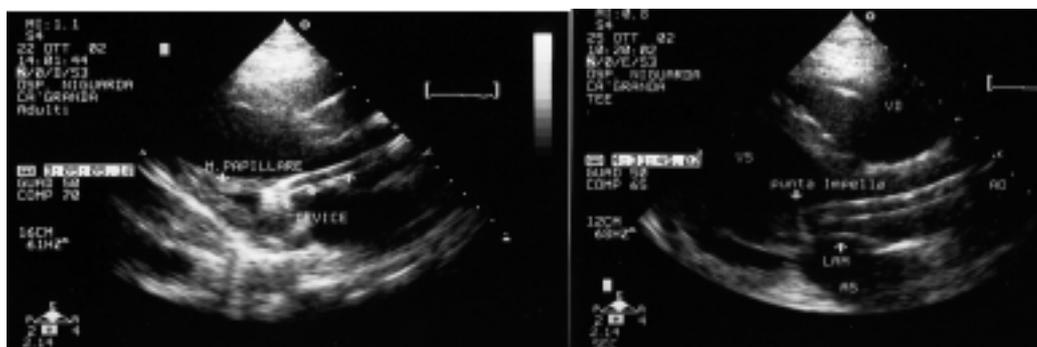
A sinistra un asse lungo parasternale in approccio transtoracico mostra l'estremità del device impegnata nell'apparato sottovalvolare mitralico in prossimità del muscolo papillare posteromediale; a destra, la medesima sezione mostra come appare il device correttamente posizionato. AO = aorta; AS = atrio sinistro; LAM = lembo anteriore mitralico; VD = ventricolo destro; VS = ventricolo sinistro.
